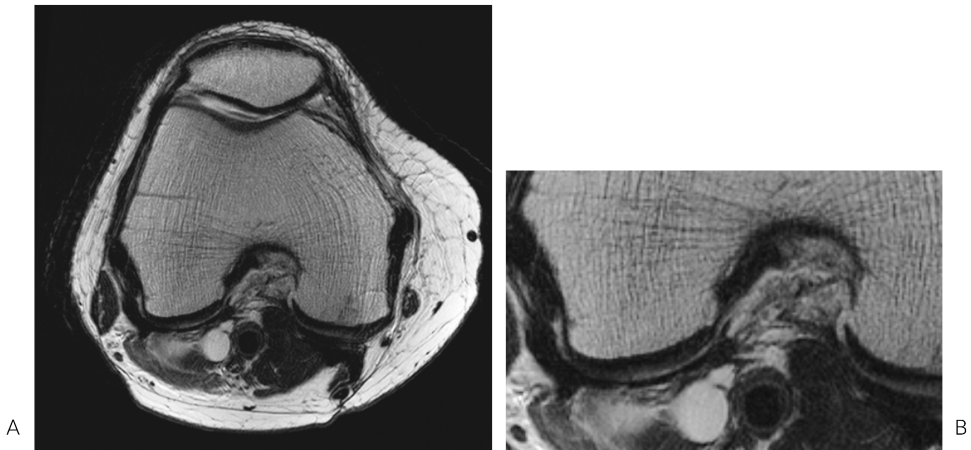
A : Axial T2-weighted FSE images with 18 cm FOV obtained at 3T MRI (2 mm slice thickness, 512×512 matrix). B : Digitally magnified image of A. High spatial resolution image with a large FOV is feasible at 3T MRI.
